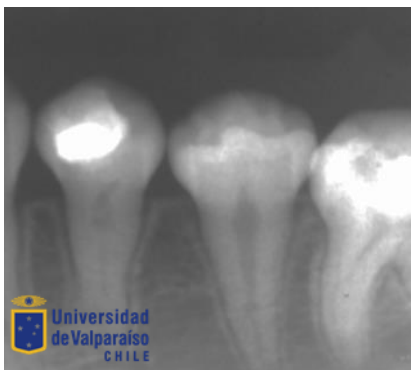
Radiografía control 12 meses (11/09/15) se observa formación de tejido mineralizado apical pared distal. Ausencia de lesión apical. Clínicamente respuesta positiva disminuida al test pulpar. (Leve molestia) Clínicamente asintomática
